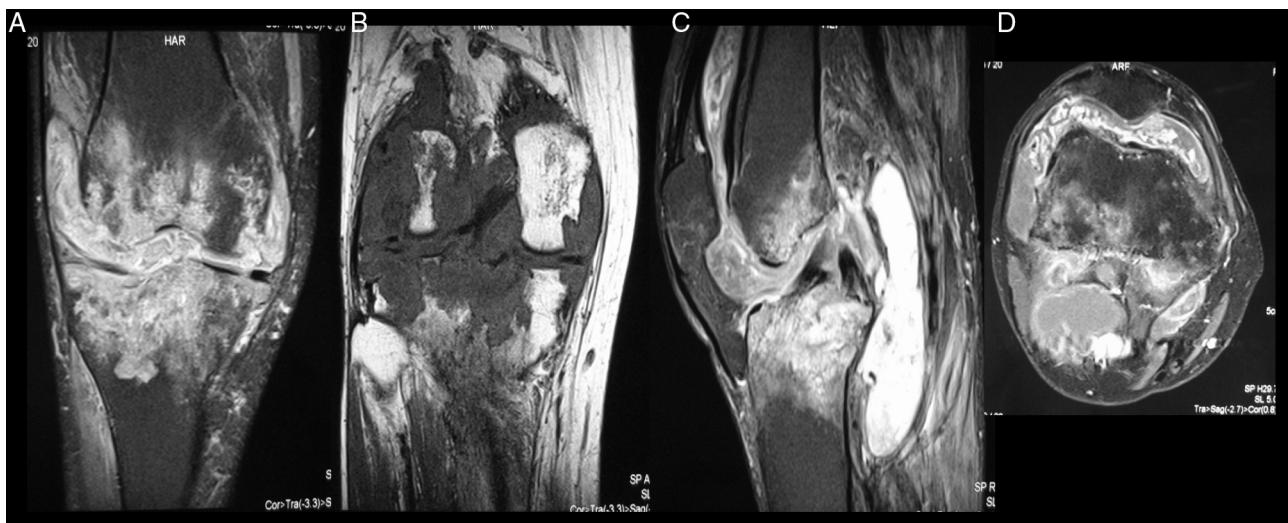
Ressonância magnética de joelho com sinovite vilonodular pigmentada forma difusa do joelho. A e B, corte coronal em T1; C, corte sagital em T1; D, corte axial em T1 com áreas de sinovite difusa com invasão óssea tibial e femoral que resulta em destruição articular importante.
